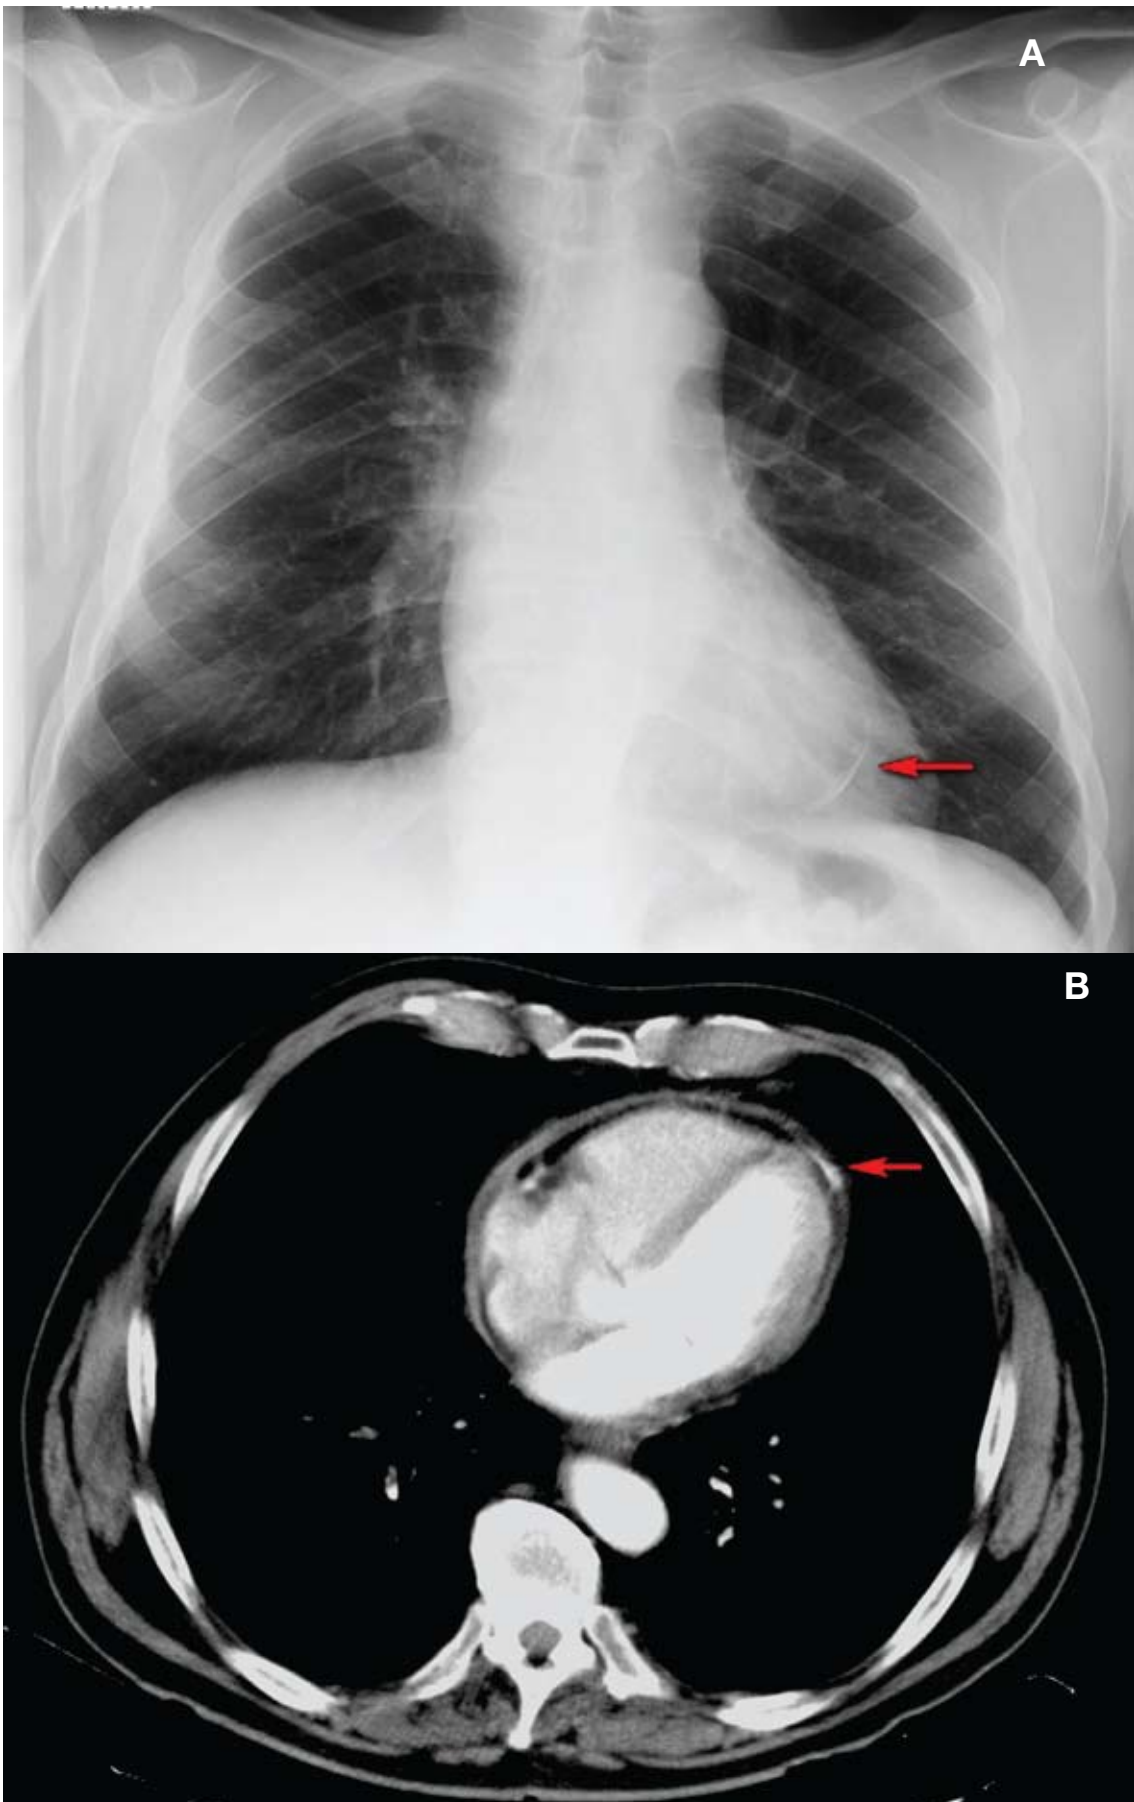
A: Radiografía de tórax que muestra la calcificación pericárdica (flecha). B: Tomografía computarizada que, además de mostrar la calcificación pericárdica (flecha), muestra el engrosamiento pericárdico difuso.
